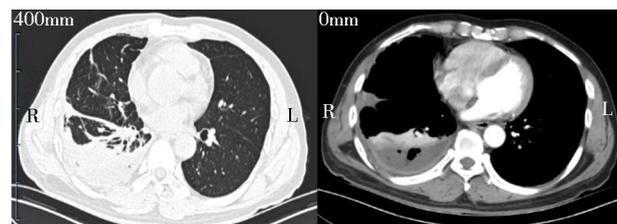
胸部增强CT示右侧胸腔包裹性积液及右肺下叶不张
